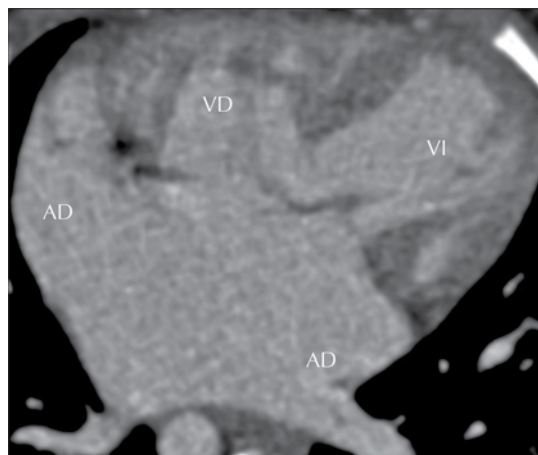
Tomografía cardíaca, corte de cuatro cámaras: ambos atrios tienen dextromorfismo, el atrio anterior y derecho se conecta con el ventrículo derecho y el atrio posterior e izquierdo se conecta con el ventrículo izquierdo.
